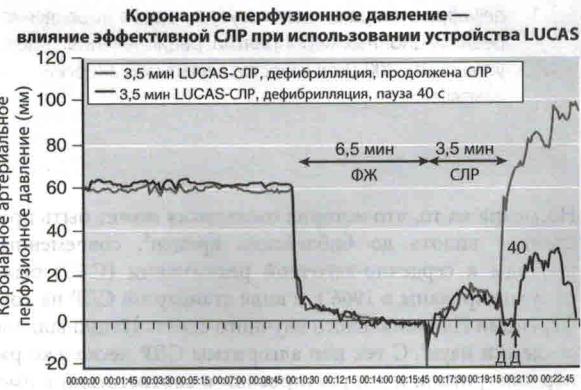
Влияние дефибрилляции желудочков на коронарное перфузионное давление (с последующим проведением СЛР и дефибрилляции). (Из Steen S, Liao Q, Pierre L, et al: The critical importance of minimal delay between chest compressions and subsequent defibrillation: A haemodynamic explanation. Resuscitation 58:249, 2003.)
